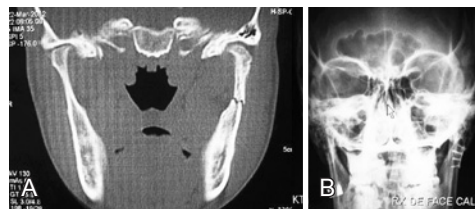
Paciente J.R.J. Em A, tomografia computadorizada pré-operatória. Em B, radiografia pós-operatória.
